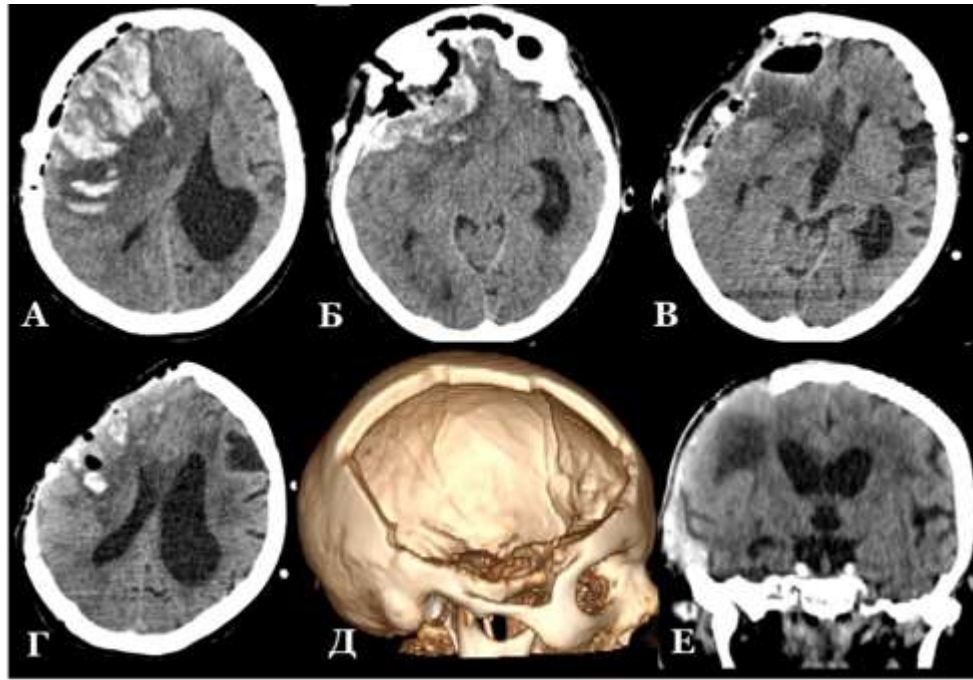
Типичный клинический пример вторично-геморрагического parenхиматозного ВЧК, возникшего на фоне нарушения венозного оттока по венам сильвиевой щели после удаления менингиомы крыла основной кости, жен., 71г. (К-ва В.В., и/б № 52025/2015). А, Б – послеоперационное раннее КТ головного мозга, 6 часов после операции, аксиальные срезы. Массивный венозный инфаркт правого полушария с мозаичными сливными очагами геморрагической трансформации. В, Г – КТ головного мозга, 1-е сутки после ревизионной операции, аксиальные срезы. Положительная динамика после микрохирургического удаления очагов геморрагической трансформации, определяется обширный костный дефект после выполнения ДТЧ, положительная динамика дислокационного синдрома. Д – 3D-реконструкция черепа после ревизионной операции. Е – КТ головного мозга, 8-е после ревизионной операции, аксиальный срез. Резорбция очагов геморрагической трансформации, нормализация параметров мозговой дислокации
